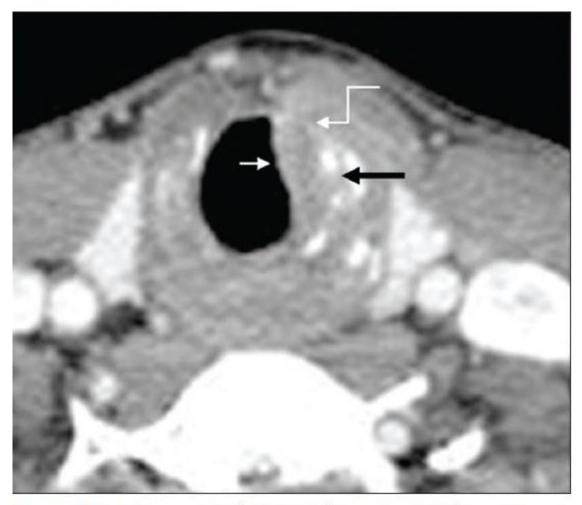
Advanced glottic SCC. Axial contrast CT image through the subglottis shows the mass extending into the subglottis (thin white arrow) with irregularity of the cricothyroid membrane and extralaryngeal spread (white elbow arrow)
